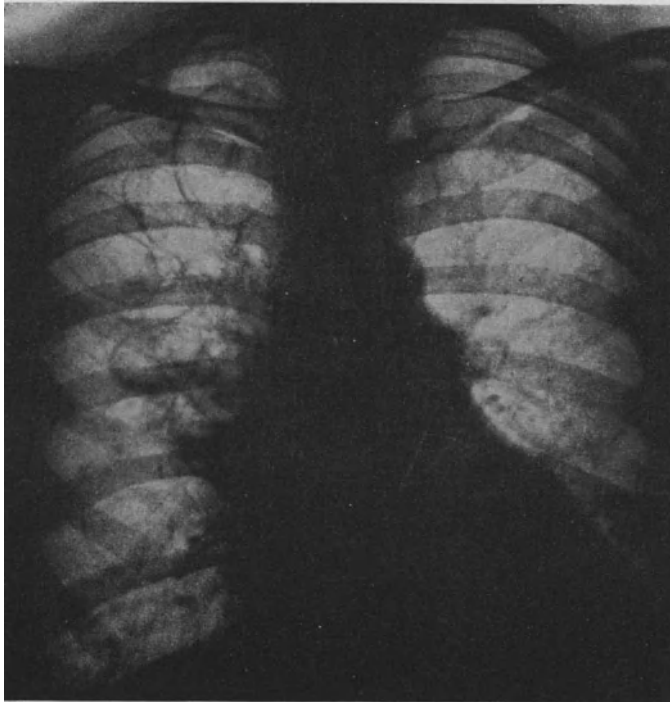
Offene Wabenlunge mit zahlreichen Cysten im rechten oberen und mittleren Lungenfeld bei 39jähriger Frau ohne klinische Erscheinungen. (Aus Lehrbuch der Röntgendiagnostik von H. R. SCHINZ, W. BAENSCH u. E. FRIEDL, Bd. 2, 1939.)
